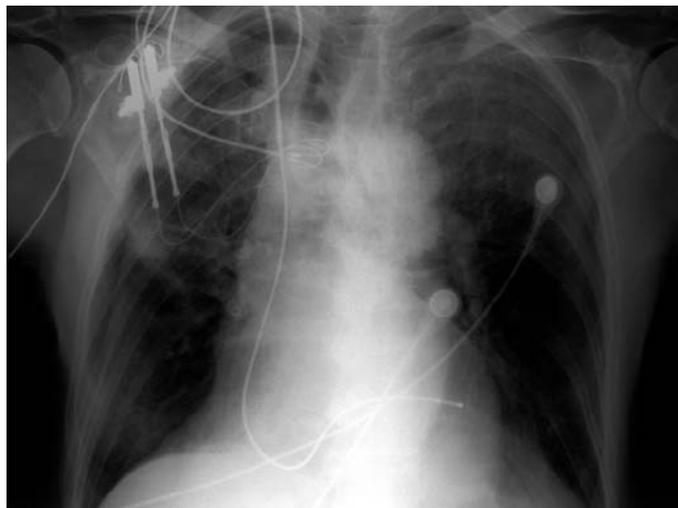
Radiografía PA de tórax , con cable endocárdico colocado por vía yugular derecha que se ha introducido a través del seno coronario en una vena coronaria
